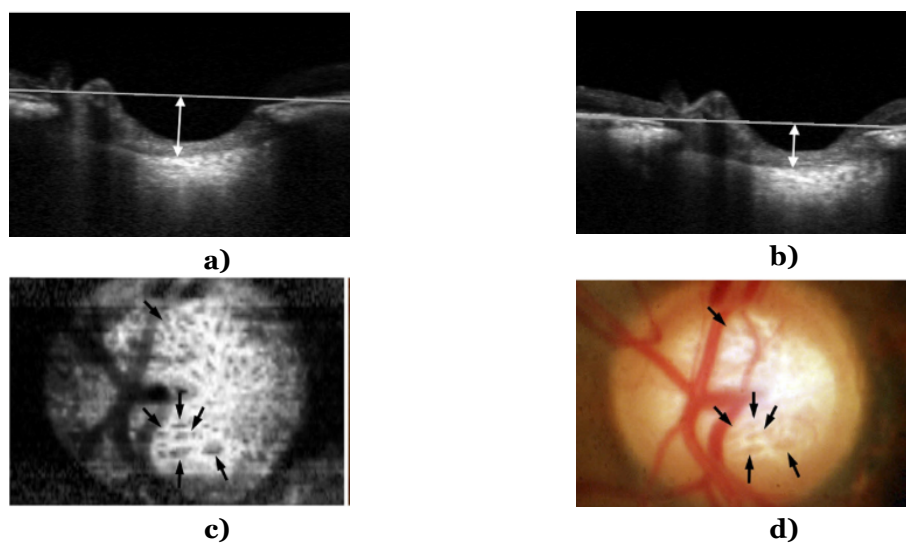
Imagens de tomografia de coerência ótica da lâmina cribosa no glaucoma em a)-c). a) e b) ilustram o deslocamento posterior da lâmina cribosa no pré-operatório e pós-operatório (trabeculectomia). d) mostra o mesmo fundo do olho de c). As setas pretas ilustram os poros da lâmina cribosa. (Adaptada de [24])
